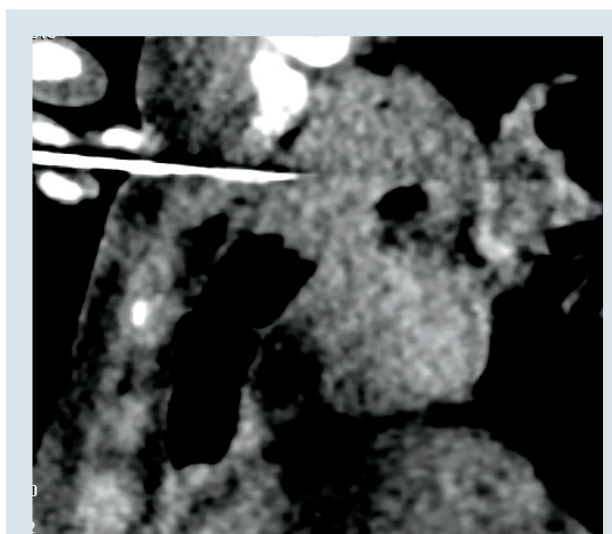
Пункційна біопсія новоутворення під контролем комп'ютерної томографії, 19.11.2019 р. (пацієнтка К., історія хвороби № 6207)
